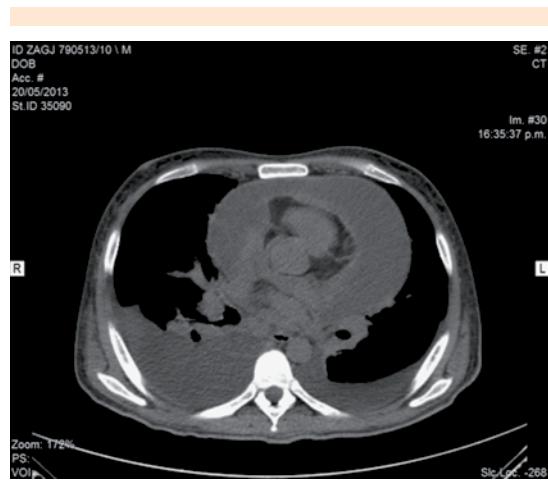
Tomografía axial computada de tórax, se identifica derrame pleural bilateral de predominio derecho y derrame pericárdico.
